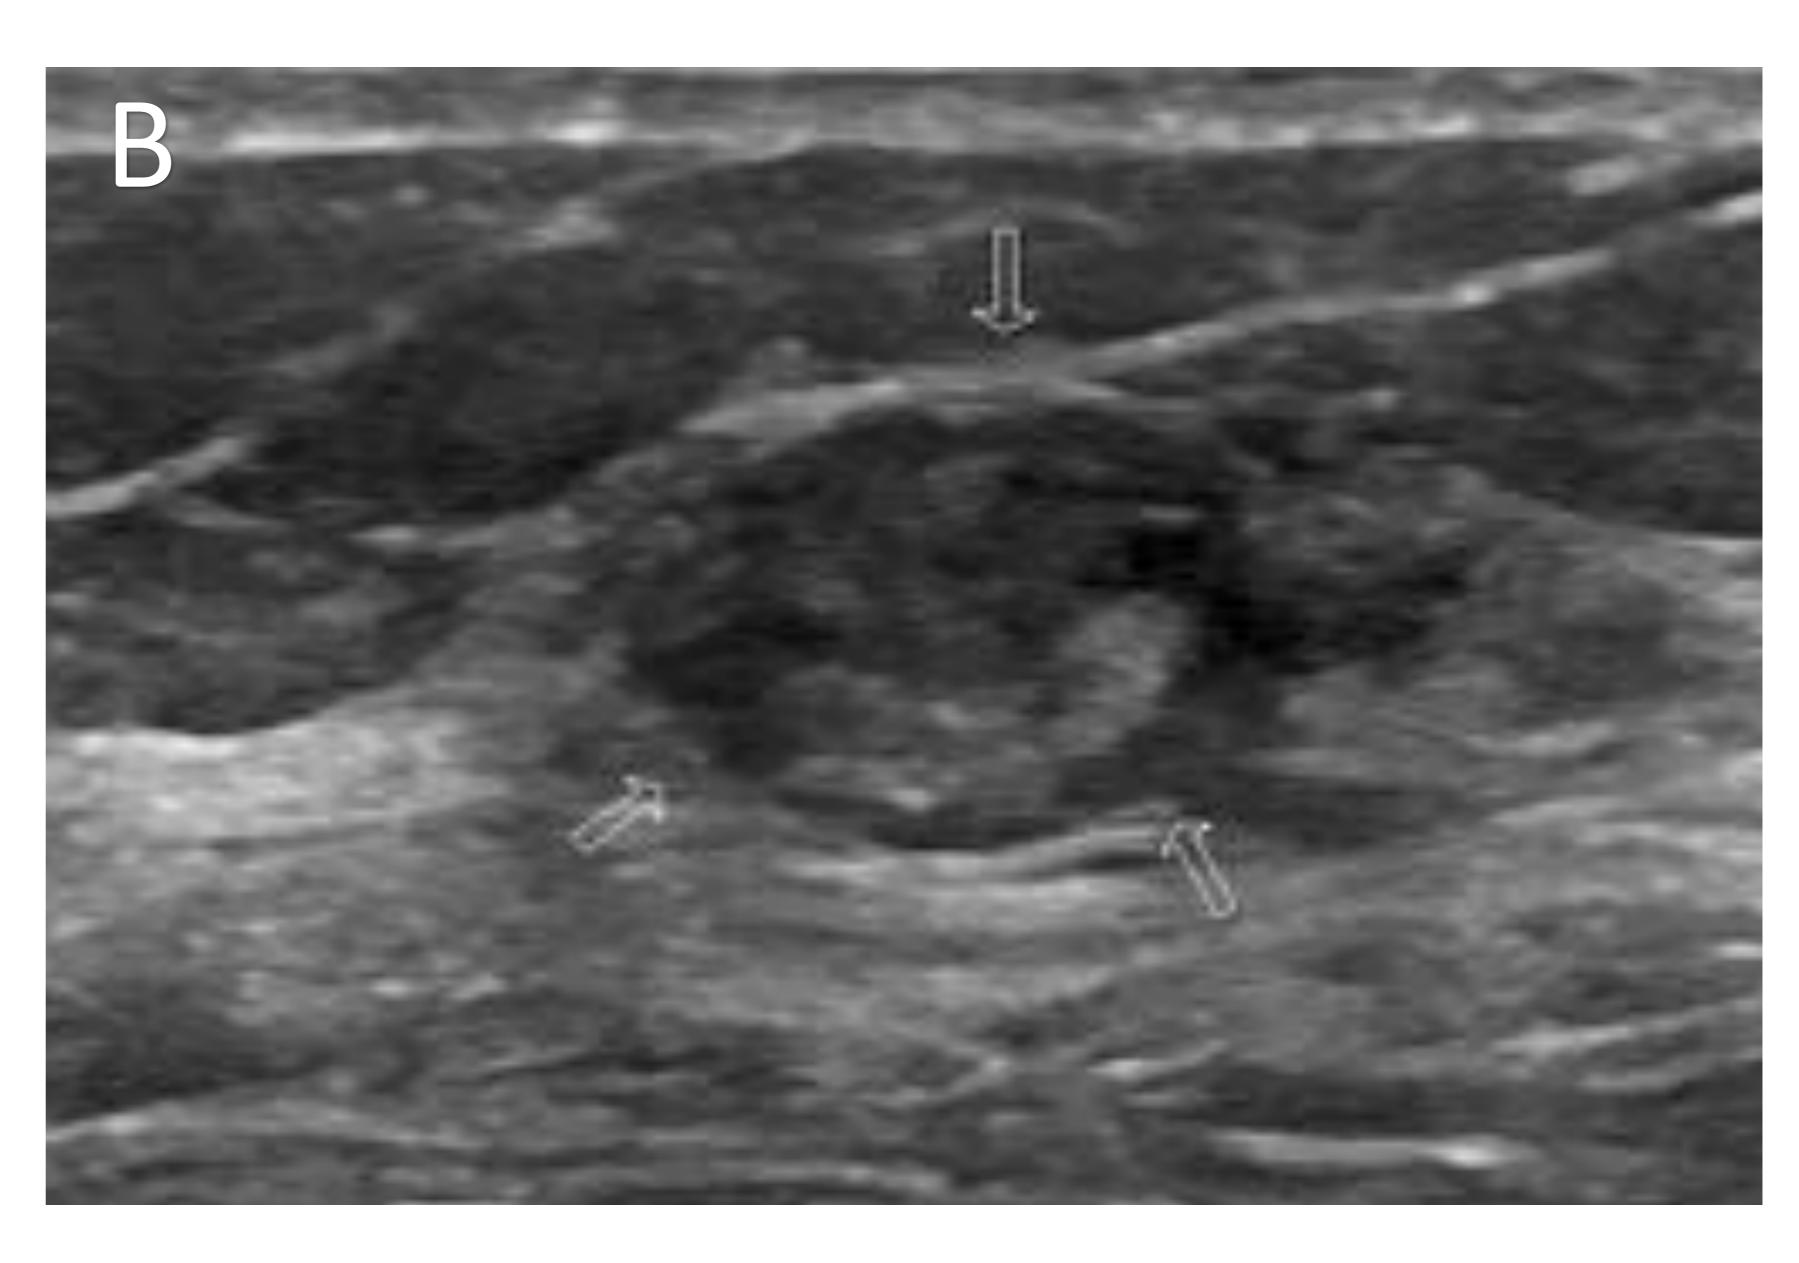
A) Mamografía proyección CC, en la que se observa un nódulo, de márgenes lobulados e isodenso al tejido glandular. B) Ecografía mamaria que muestra un nódulo sólido, hipoecogénico y de márgenes circunscritos.
